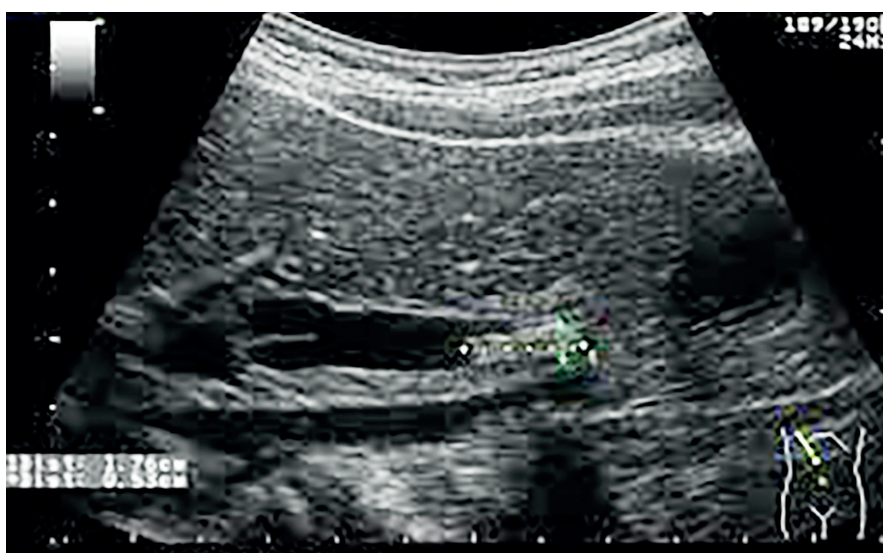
УЗИ. Картина холедохолитиаза и острого билиарного панкреатита.
